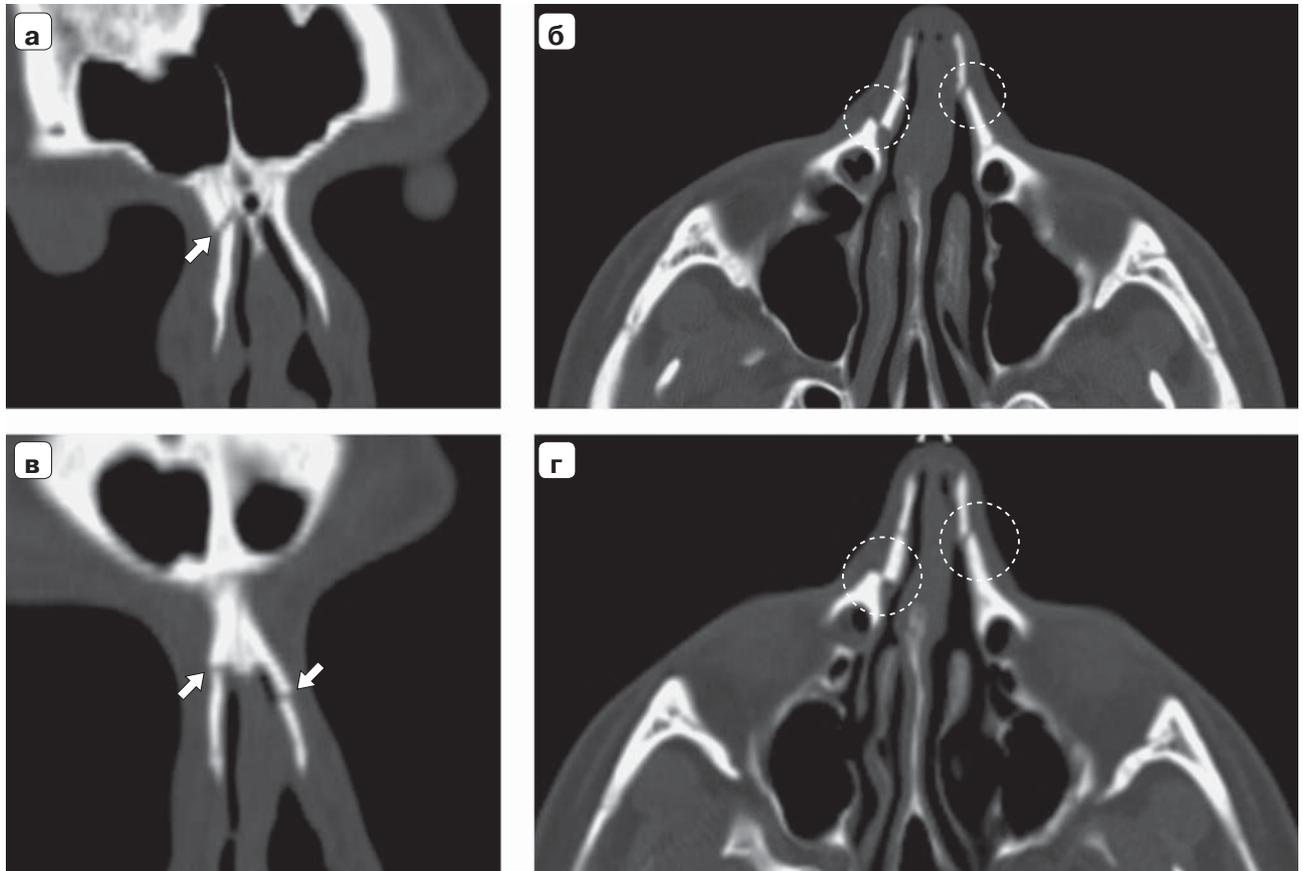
КТ лицевого черепа, костное окно, коронарная плоскость (а, в), аксиальная плоскость (б, г). Определяются переломы носовых костей в нескольких местах. Отмечаются сглаженность краев переломов, наличие костного склероза в смежных отломках (а, в – белые стрелки). Отсутствуют реакции мягких тканей, непосредственно прилегающих к местам переломов. Дистанция между краями отломков >1 мм (б, г – пунктирная окружность).
